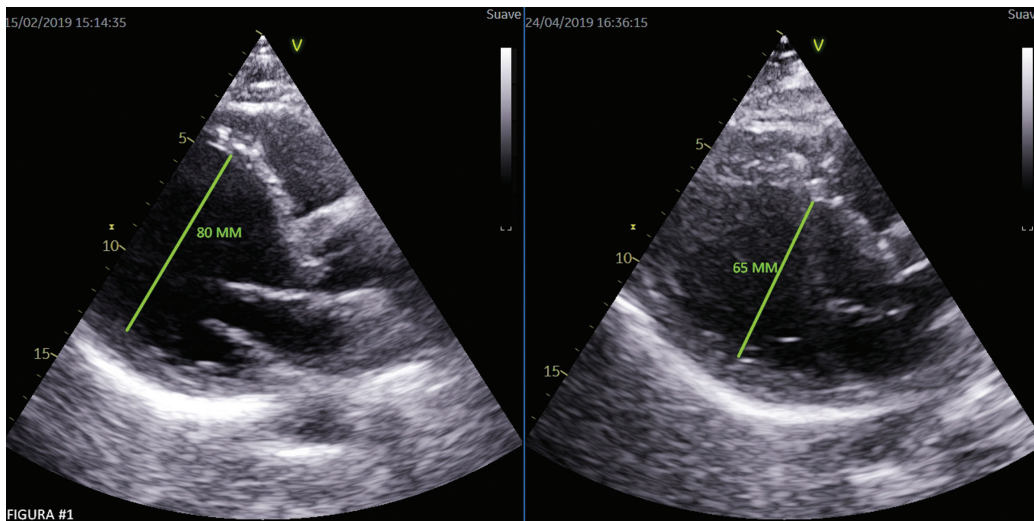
Ecocardiograma transtorácico 2D, eje largo paraesternal, que demuestra disminución del diámetro diastólico del ventrículo izquierdo de 80 mm a 65 mm.
